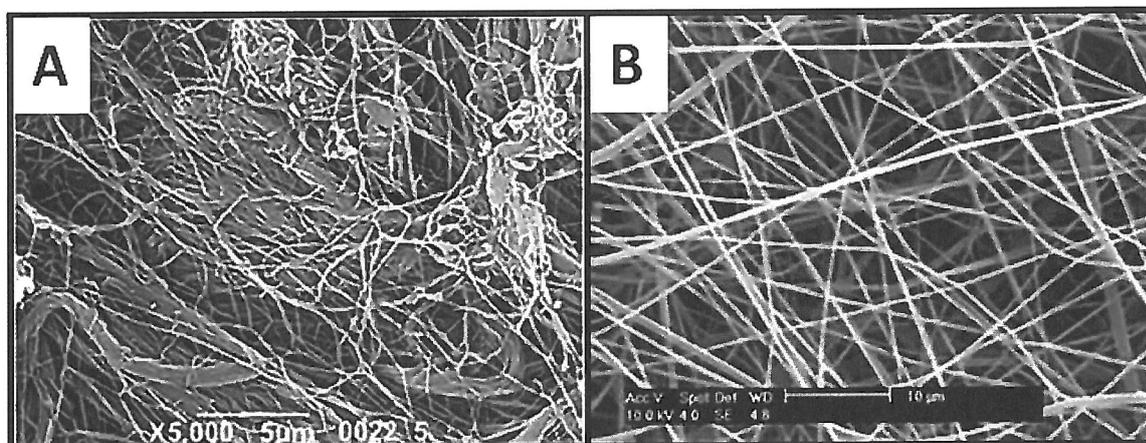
Сканирующая электронная микрофотография очищенной от клеток трахеи человека (А) и искусственной ПЭТ трахеи, изготовленной в компании Nanofiber Solutions (В).
